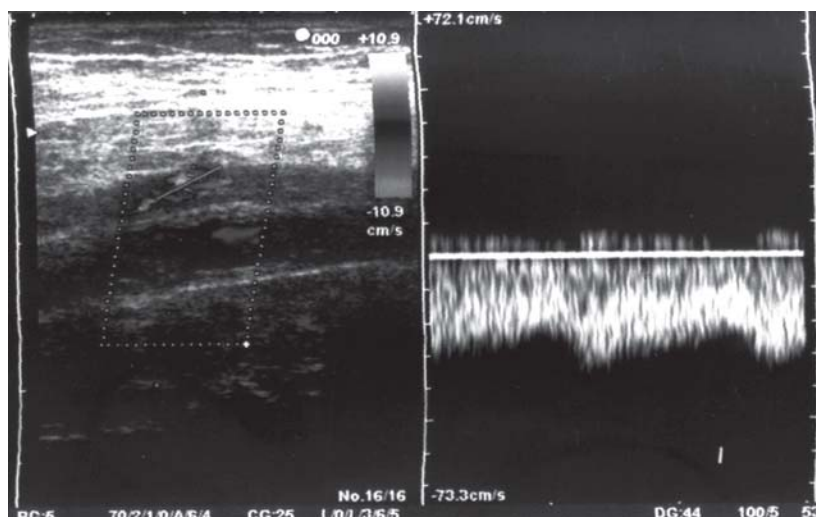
Duplex ultrasonography of the popliteal vein. Arterialized, low-resistant waveforms
